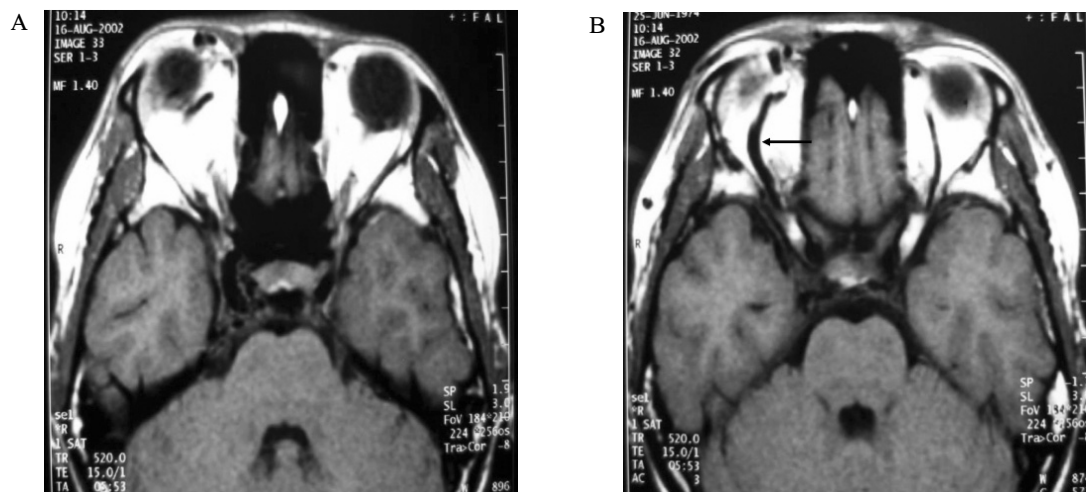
Orbital MRI. Right exophthalmos, both extraocular muscle thickening and right retro-orbital vessel engorgement (arrow) are seen.
